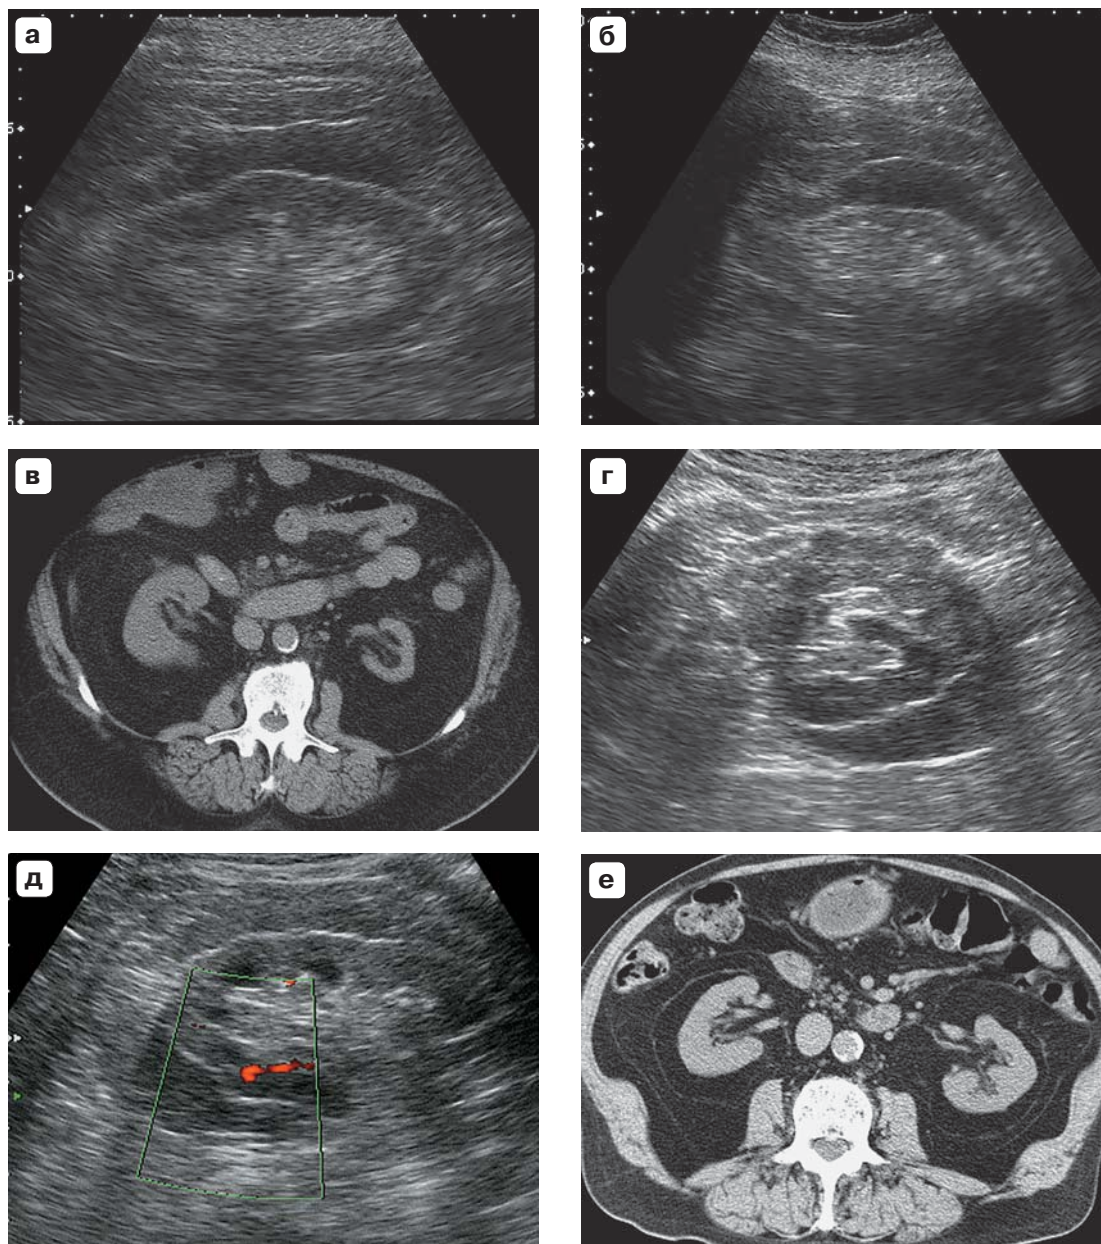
Выраженная гипоэхогенность периренальной клетчатки, обусловленная ее отеком. а-в – первый случай. Возраст пациента – 74 года. а – В-режим. К среднему отделу правой почки прилежит гипоэхогенный слой шириной до 1 см, четко отделенный от паренхимы почки. б – В-режим. Гипоплазированную левую почку практически полностью окружает гипоэхогенный слой, который мог быть ложно принят за паренхиму неизменной почки. в – при компьютерной томографии жировая клетчатка, окружающая неизменную правую почку и гипоплазированную левую почку, не отличается от остальной параренальной клетчатки. г-е – второй случай. Возраст пациента – 69 лет. г – В-режим. К поверхности левой почки прилежит гипоэхогенная структура. д – при энергетическом доплеровском картировании сосуды в гипоэхогенной периренальной зоне не обнаруживаются. е – при компьютерной томографии жировая клетчатка, окружающая почки, не отличается от остальной параренальной клетчатки.
